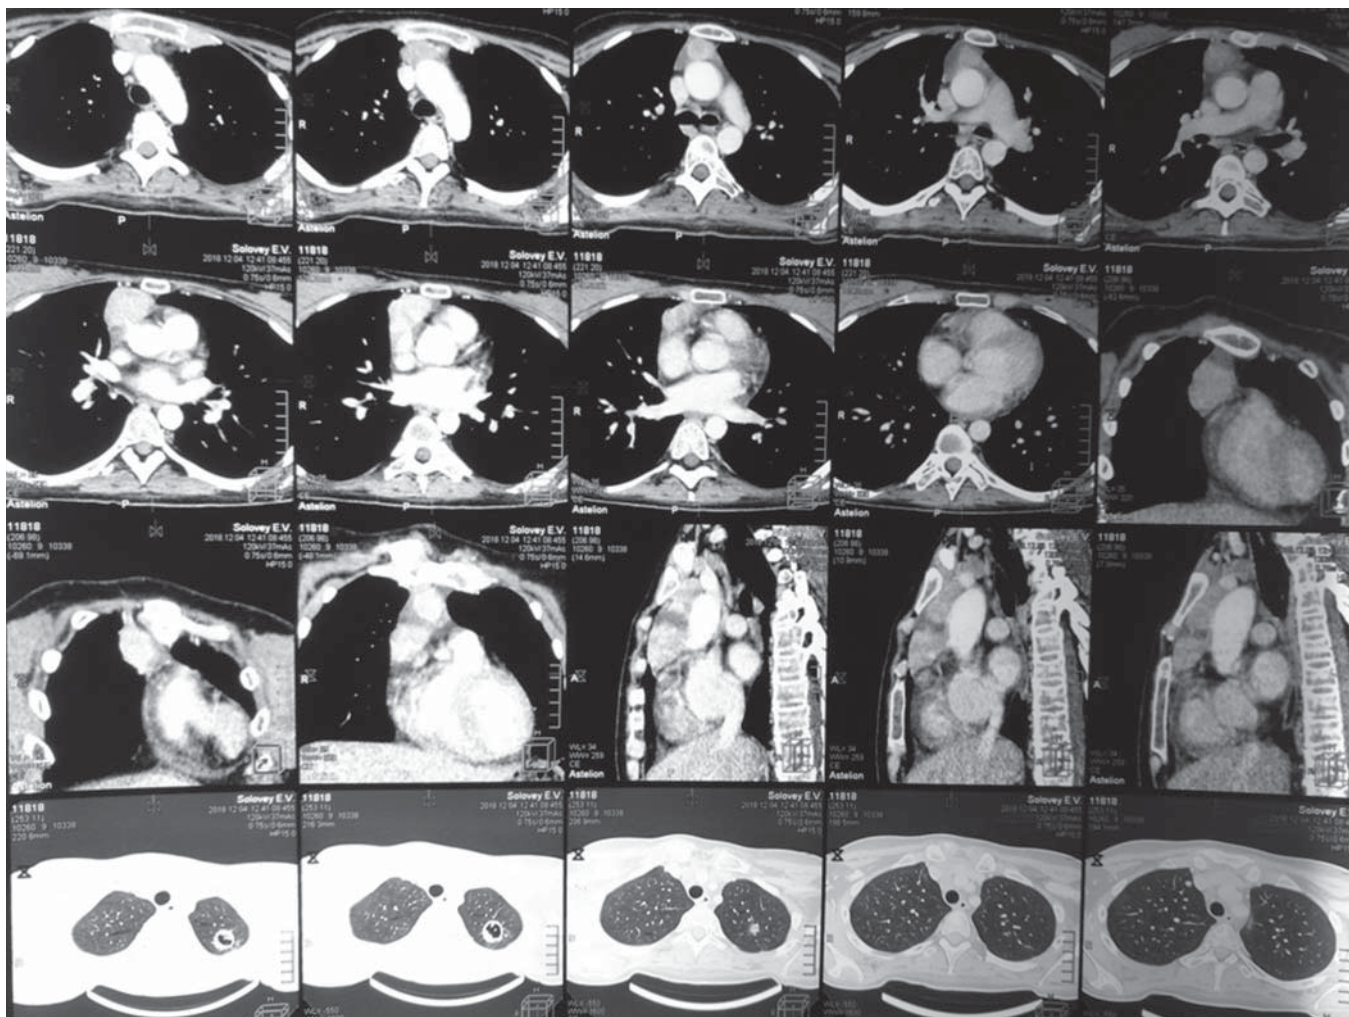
Комп'ютерна томографія органів грудної порожнини контрастуванням
